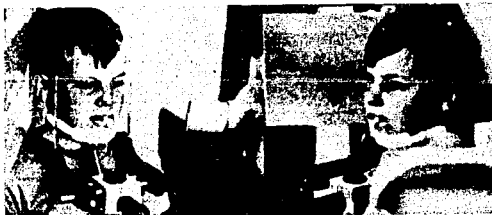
Colocación del paciente para la radiografía panorámica.
